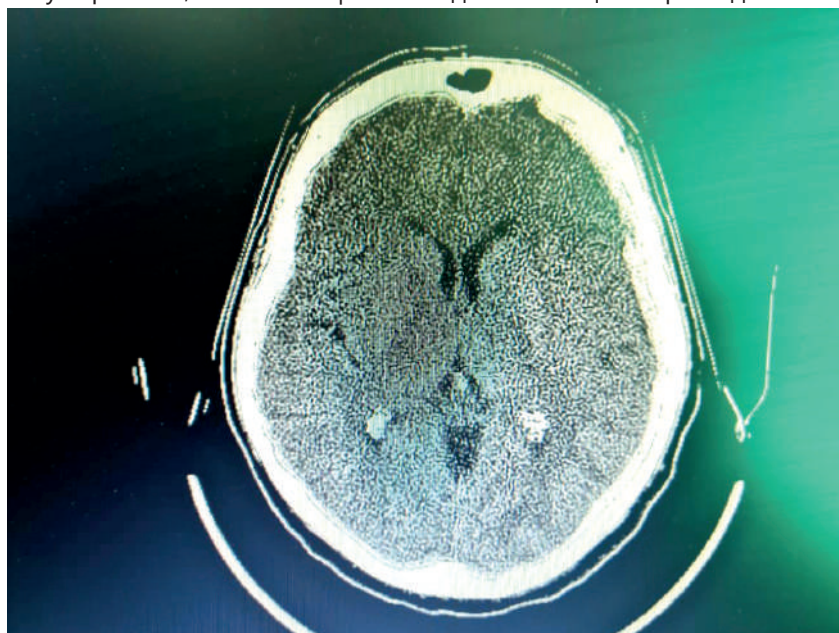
КТ головного мозга 12.11.2021г.
